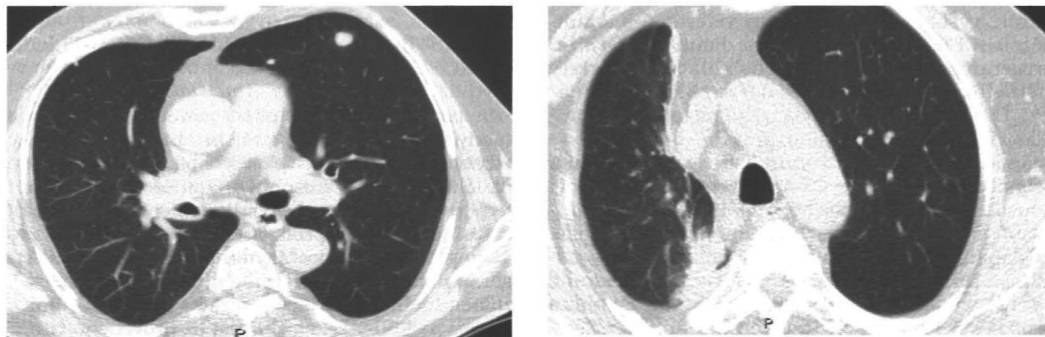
Kazuistika I. HRCT hrudníku. Koincidence IPF a bronchogenního karcinomu
